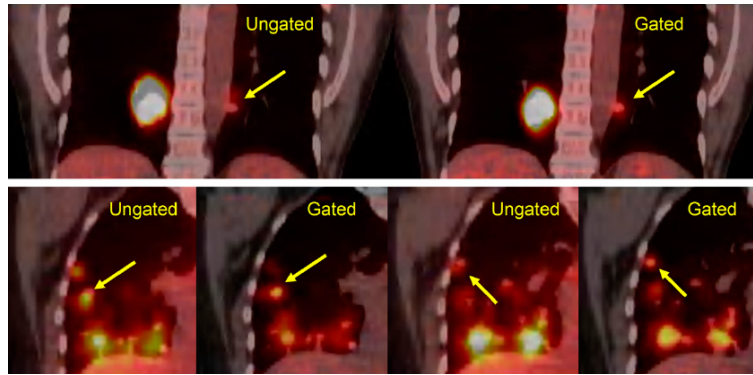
Images TEP/TDM superposées du poumon reconstruites avec et sans gating respiratoire en utilisant la méthode décrite dans [Chang et al., 2010]. On peut observer que les tumeurs sont mieux définies et correspondent à l'image TDM qui sert de référence.
